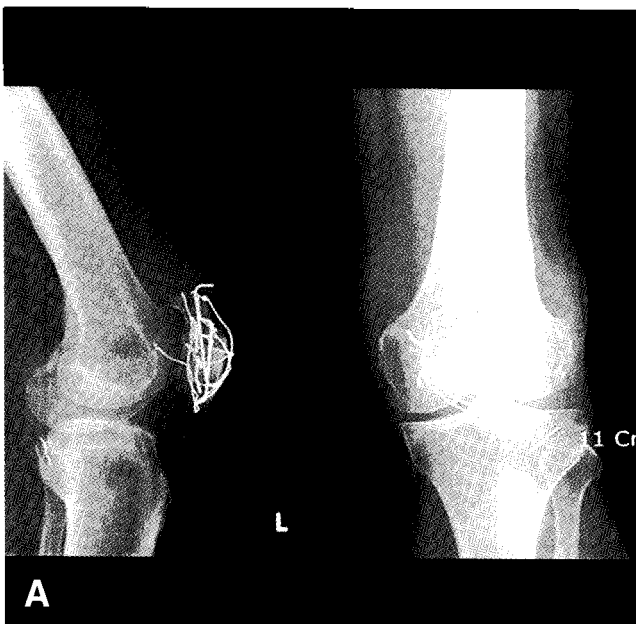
At four month follow-up, radiographs show migration of a broken wire into the posterolateral popliteal space. (A) An antero-posterior and a lateral radiographs of left knee. (B) A 3D-MD CT scan of left knee.
